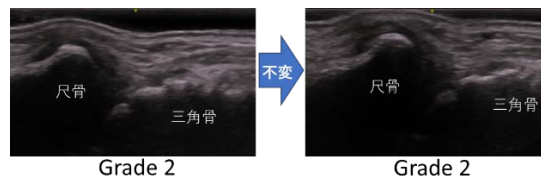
症例 1 の手関節の超音波画像の滑膜肥厚グレード
